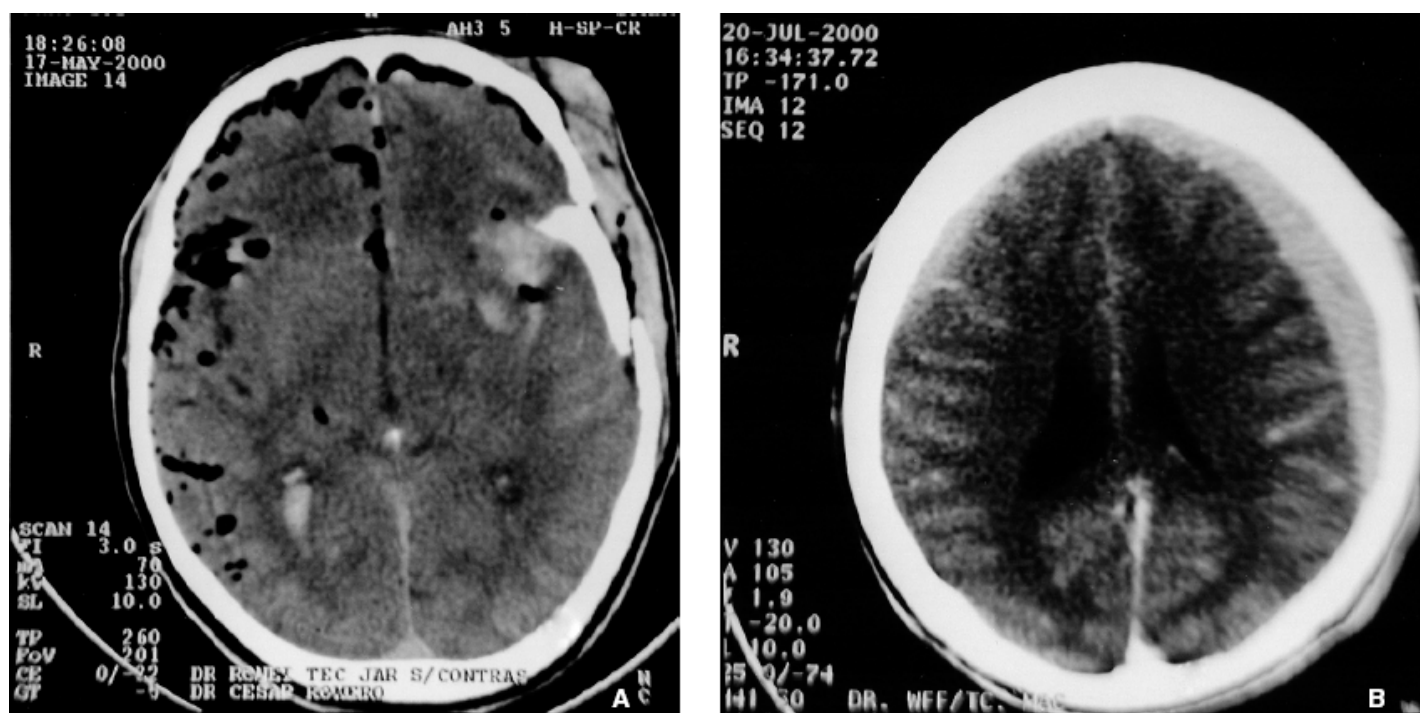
A. Ressonância magnética evidenciando fratura com afundamento temporoparietal esquerdo, com área de contusão subjacente. Observam-se contusão do couro cabeludo no ponto de impacto e múltiplas áreas hipodensas em ambos os hemisférios (espaço subaracnoide), consistentes com pneumoencéfalo traumático. B. Ressonância magnética evidenciando áreas com densidade hemática em reabsorção de localização frontoparietal esquerda (maior) e frontal direita (menor), de cavidades voltadas para o tecido nervoso – hematomas subdurais crônicos.
